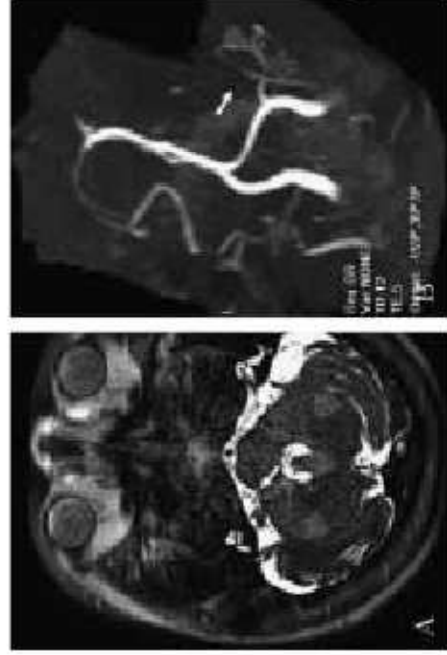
RM sul piano assiale con ricostruzione 3D.
